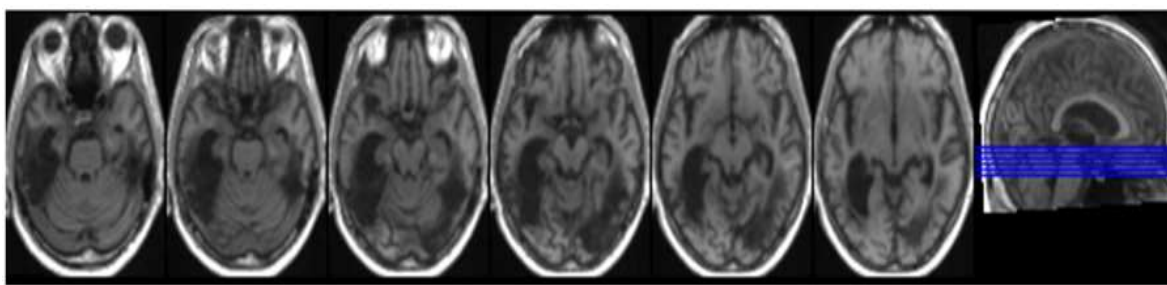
RMN del paciente F.E., imagen T1. Se presentan los cortes axiales donde está ubicada la lesión.
